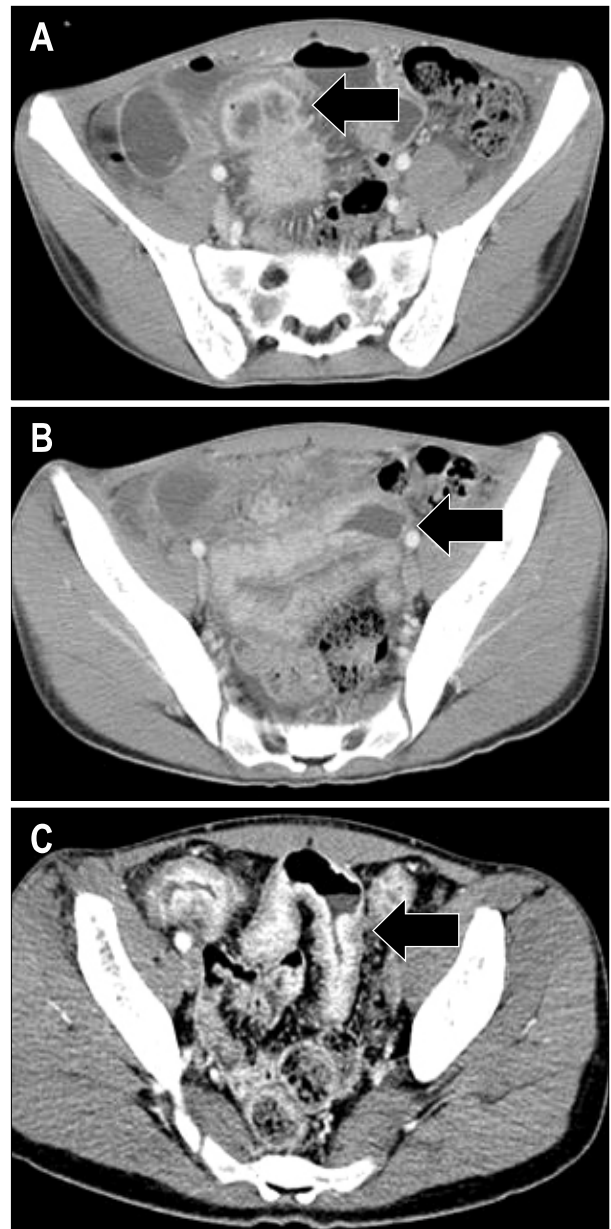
Abdomen CT findings. (A) Twin-1, mesenteric inflammatory mass with small abscess cavity was accompanied by fistula tract connected with the ileum (black arrow). (B) Twin-1, stricture was seen in the pelvic ileum (black arrow). (C) Twin 2, multifocal segmental bowel wall thickening was seen in the ileum (black arrow).
